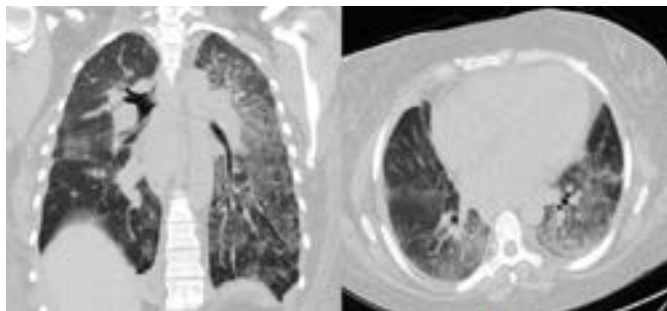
CT hrudníku při přijetí – splyvavé konsolidace plic bilaterálně. Publikováno se svolením KRMN FN Brno
